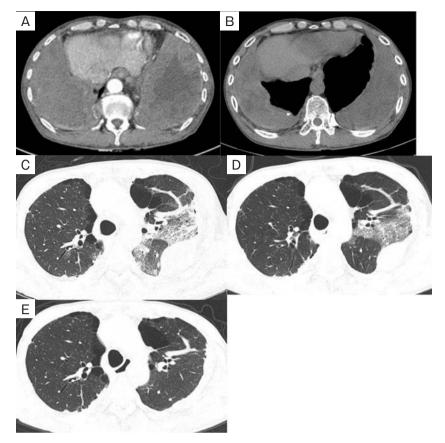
Computed tomography (CT). (A) Chest contrast-enhanced CT on admission revealed large mass shadows on both lower lobes of the lungs encapsulated by a thickened film that increased over time. Leakage of contrast agent from both 12th intercostal arteries was suspected. (B) CT 6 years before admission showing bilateral pleural thickening. (C) CT on admission revealed expansion of the left upper lobe infiltration shadow, which had been indicated 3 months before admission. (D) CT 3 months before admission revealed a left upper lobe infiltration shadow. (E) CT 3 months after surgery showed that the left upper lobe infiltration shadow had disappeared.
